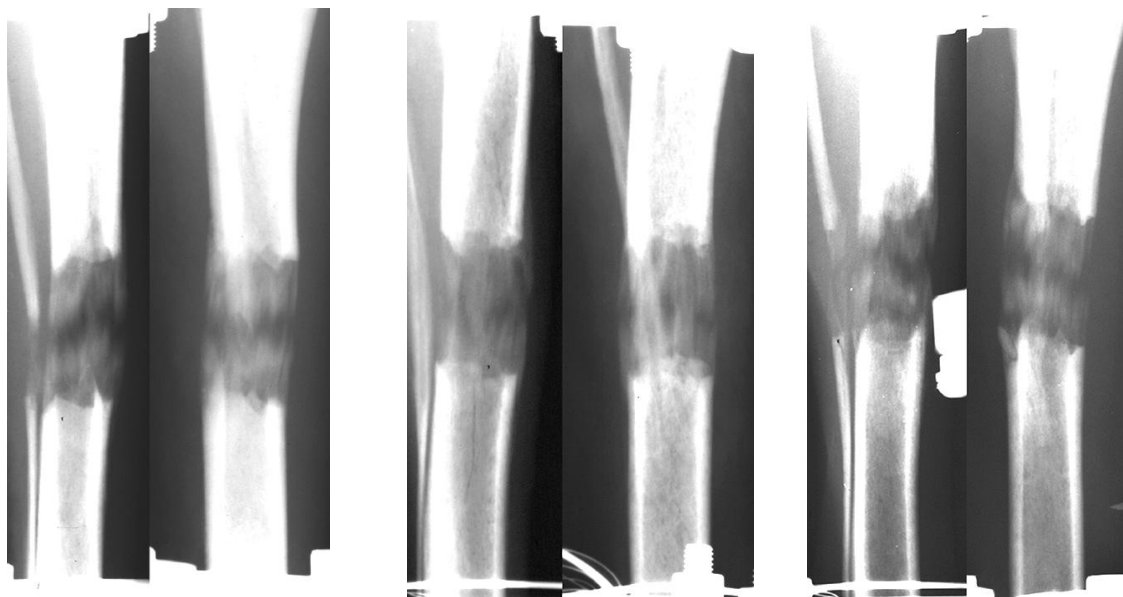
Рентгенограммы формирующегося регенерата на срок 28 дней дистракции при удлинении конечности автодистракторами в ночное время суток.
